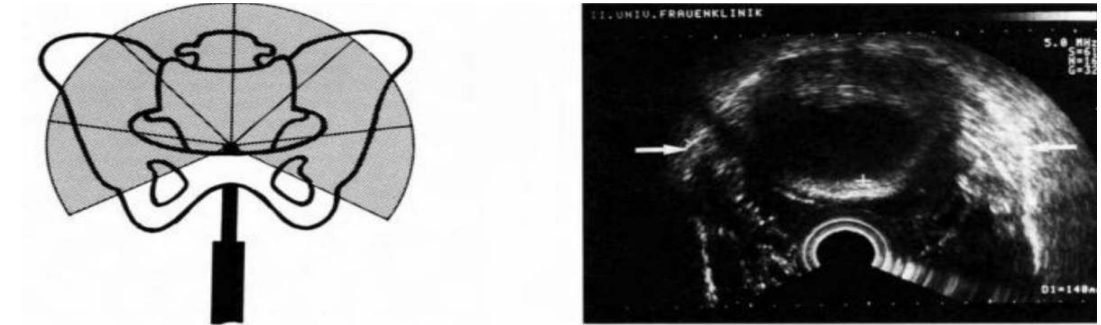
Ultrasonografik Pelvimetride Referans Noktaların Gösterilmesi (33)
